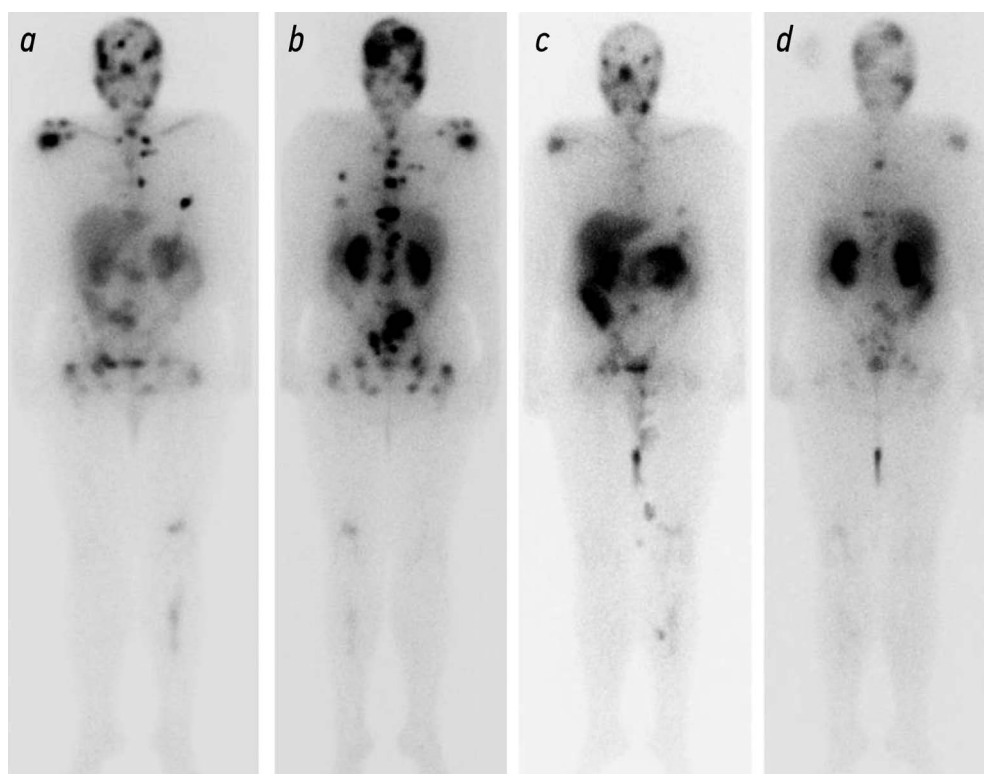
a* — Скинтиграфия всего тела после введения ^{177}Lu -PSMA, передняя проекция; *b* — задняя проекция от 12.2021 г.: диффузно-очаговая гиперфиксация радиофармпрепарата различной интенсивности — множественные PSMA-позитивные очаги в костях; *c* — скинтиграфия всего тела после введения ^{177}Lu -PSMA, передняя проекция; *d* — задняя проекция от 04.2022 г.: снижение интенсивности накопления радиоиндикатора в очагах, новых очагов гиперфиксации радиофармпрепарата достоверно не выявлено. PSMA — простатоспецифичный мембранный антиген.
